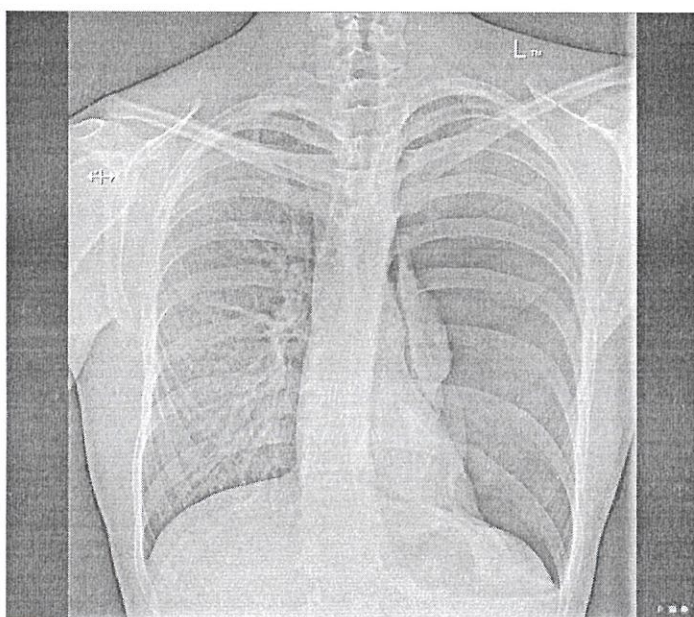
На рентгенограмме представлен левосторонний пневмоторакс без признаков смещения средостения. [Источник: Case courtesy of Assoc Prof Craig Hacking, Radiopaedia.org, rID: 72976].
